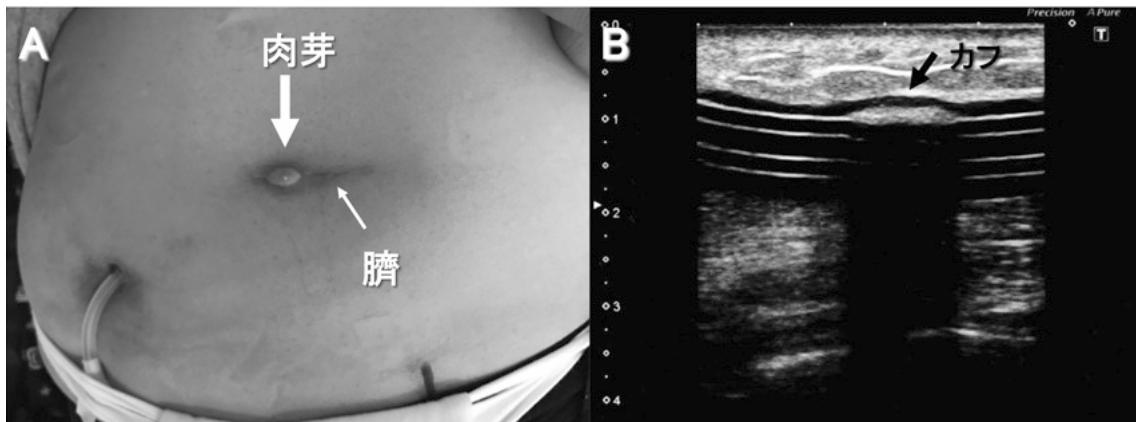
入院9病日の腹部所見および皮下トンネル部の超音波所見
